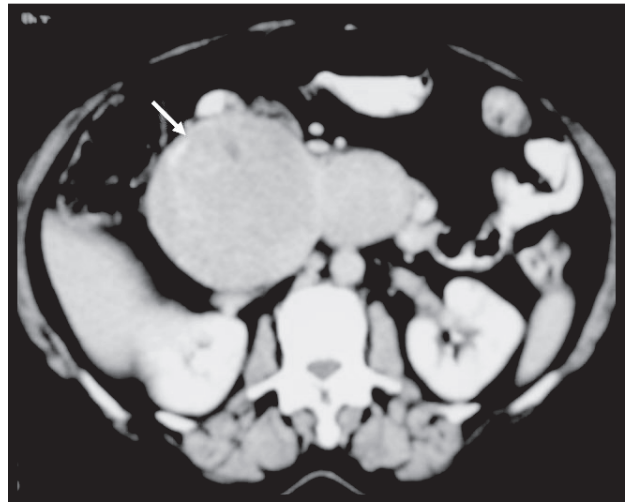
Tomografia abdominal – tumor de aproximadamente 12 x 8 cm, contornos lobulados, localizado em topografia de cabeça de pâncreas (seta).
